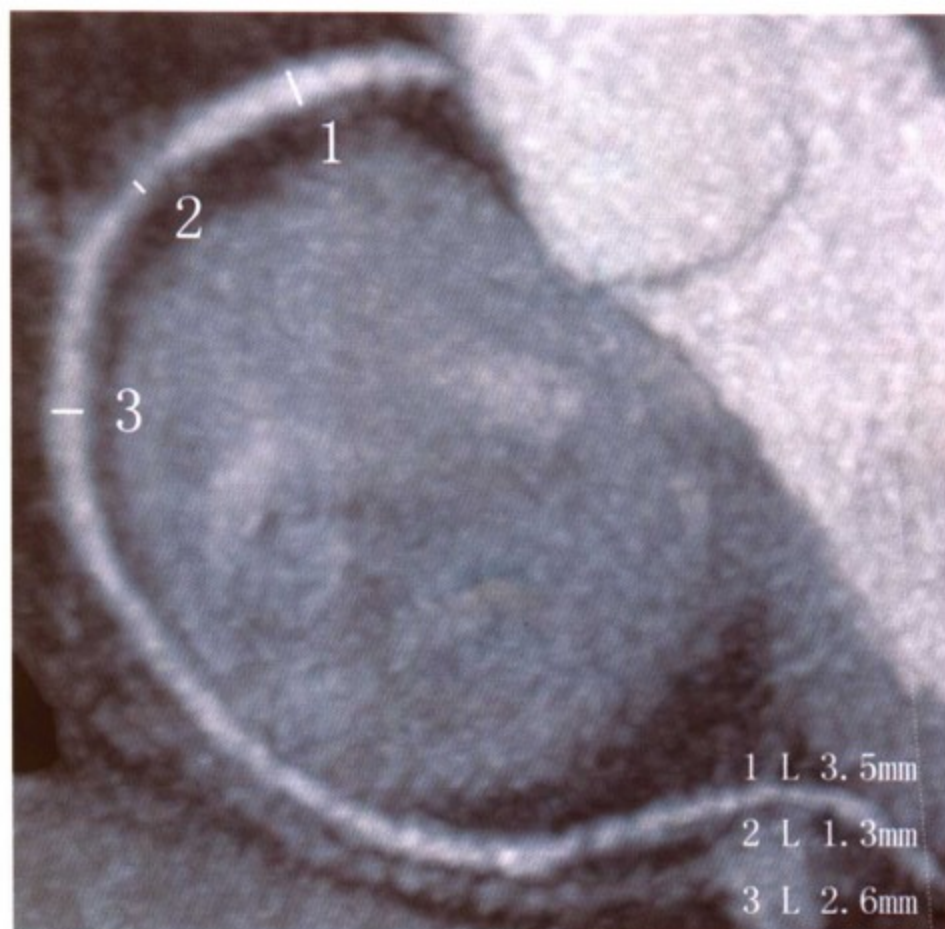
64 层螺旋 CT 测量冠状动脉狭窄的方法 (与图 7-5 同一病例), 沿右冠状动脉长轴测量管腔直径, 右冠状动脉近端正常管腔, 测量直径约为 3.5mm; 狭窄处最小直径约 1.3mm; 狭窄远端正常血管直径约 2.6mm。管腔狭窄为 63%, 计算方法为 $1 - (1.3\text{mm}/3.5\text{mm}) \times 100\%$
